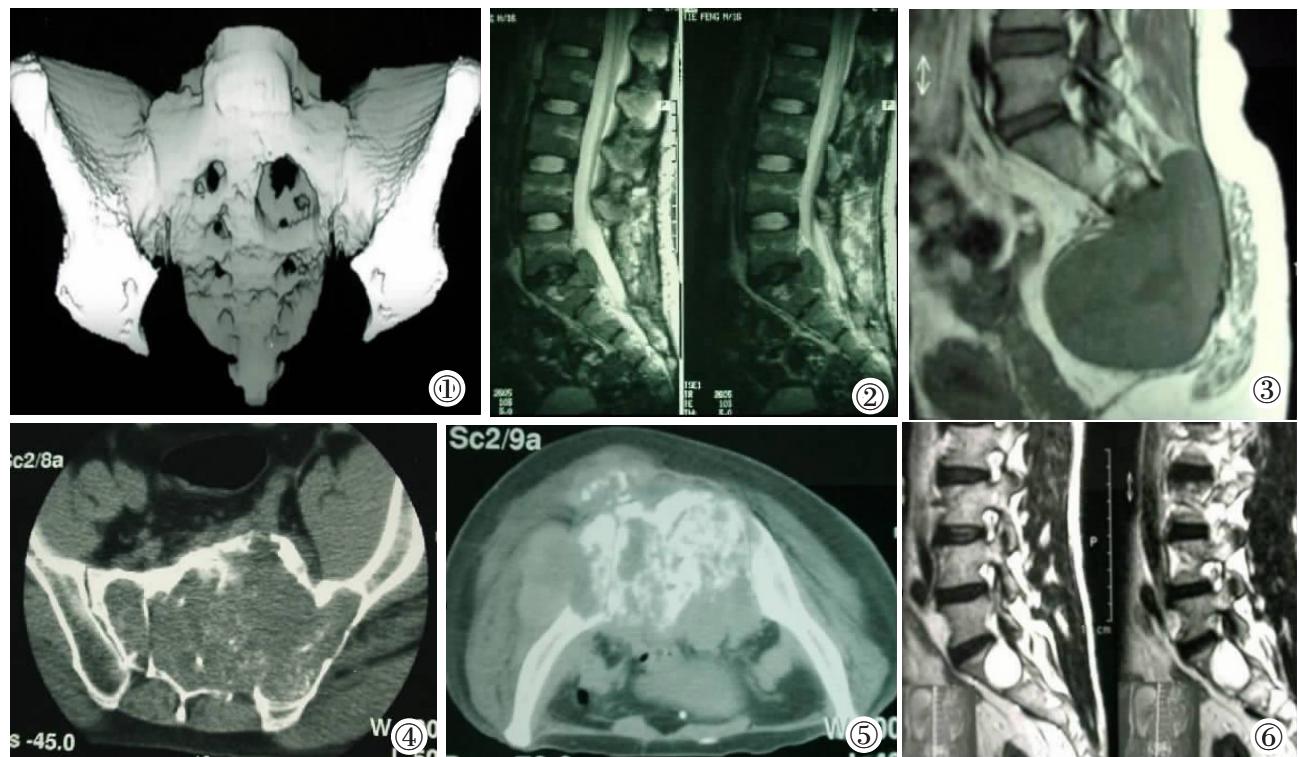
CT 三维结构重建显示 S₁ 骶骨巨细胞瘤的骨破坏。图 2 MRI T₂ 加权像上显示 S₁ 骶骨巨细胞瘤侵犯椎管并压迫硬膜囊。图 3 MRI T₁ 加权像上脊索瘤显示低信号, 骶前巨大软组织包块向前推移直肠。图 4 CT 显示骶骨神经鞘瘤骨破坏并侵犯左侧骶髂关节、髂骨, 瘤内有残留的碎骨片。图 5 CT 显示直肠癌骶骨转移的成骨性斑片骨破坏, 髂骨外侧、骶前和骶后软组织包块。图 6 MRI T₂ 加权像上显示神经鞘膜囊肿与脑脊液相同的高信号。
